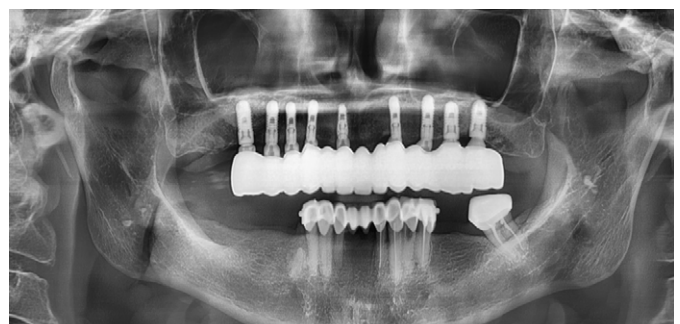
Ортопантомограмма спустя 5 лет после операции
